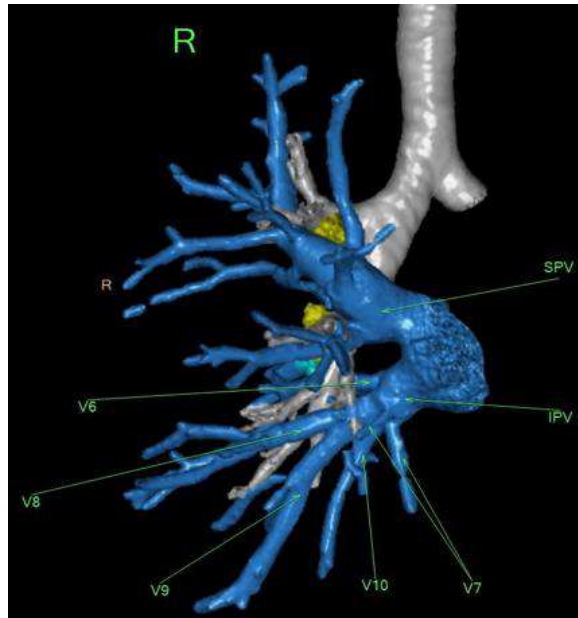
Вариант формирования общей базальной (нижнезональной) вены (3D-реконструкция МСКТ-АГ) V^6 – заднезональная вена; V^7 – медиальная базальная вена; V^8 – передняя базальная вена; V^9 – латеральная базальная вена; V^{10} – задняя базальная вена; SPV – правая верхняя лёгочная вена; IPV – правая нижняя лёгочная вена
